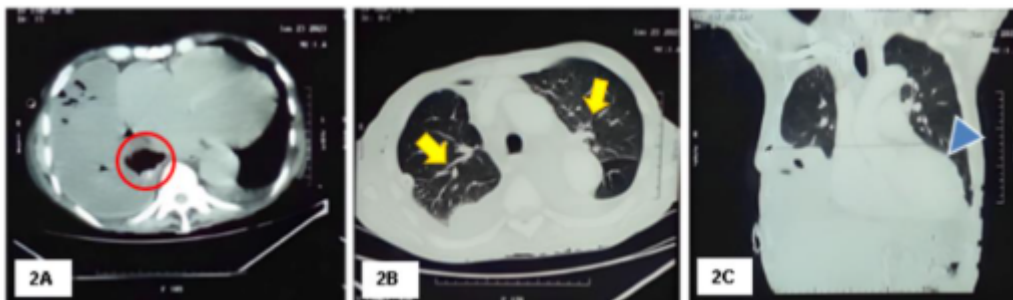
y 2B. TC de tórax en fase simple, en corte axial. A nivel del ápex cardíaco, el círculo rojo en la figura 2A encierra una zona donde se evidencia un DP de tipo loculado. A nivel de T4-T5, las flechas en amarillo en la figura 2B señalan áreas donde se evidencia infiltrado alveolo-intersticial. Figura 2C. TC de tórax en fase simple, en corte coronal. La punta de flecha azul resalta la existencia de una cardiomegalia grado IV.
